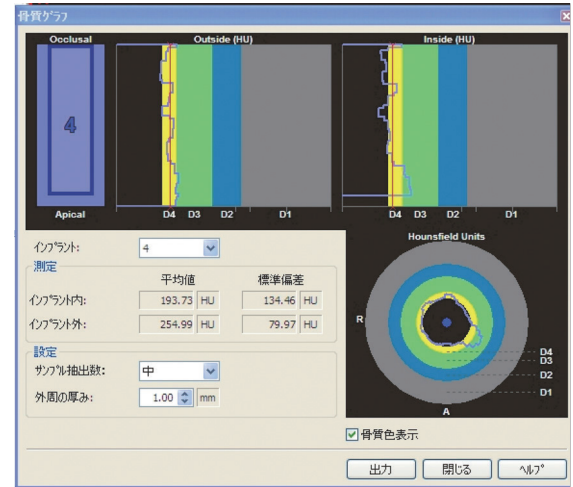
CT 진단에 의한 CT 값 : implant 식립수술 시 초기 고정을 확립하는 데 골질은 중요한 역할을 한다. CT 값으로 식립부위의 골질을 미리 파악할 수 있다.
